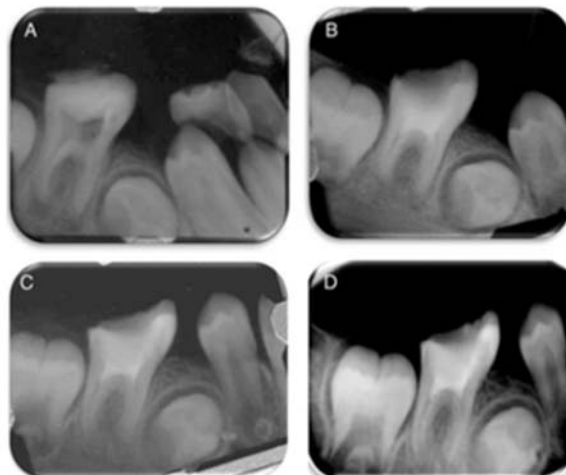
(A) Radiografía preoperatoria del diente # 30, pequeñas lesiones radiolúcidas periapicales en los ápices de las raíces mesial y distal. Las raíces están completamente formadas. (B) Una radiografía postoperatoria después de REPs. (C) Seguimiento de ocho meses, evidencia de curación de lesiones radiolúcidas periapicales en ambas raíces. (D) A los 12 meses de seguimiento, las lesiones radiolúcidas periapicales de ambas raíces muestran curación. El diente era asintomático.
